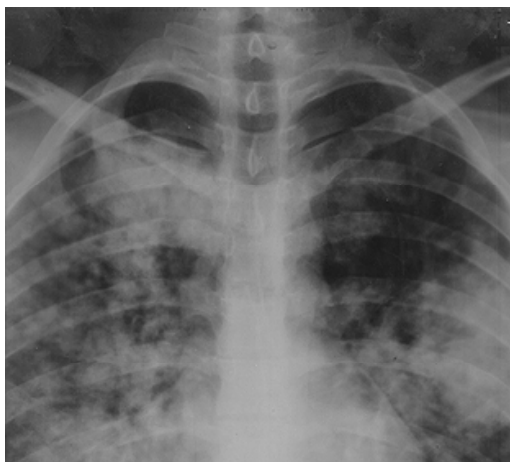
Chest X-ray for the first day.
